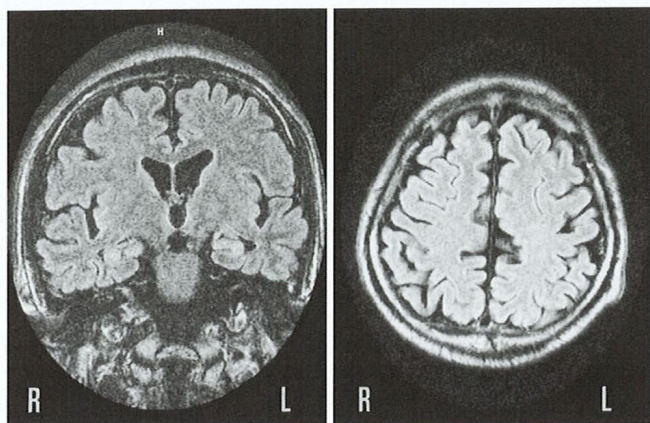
Brain MRI of T1 weighted image (TR=9,000 msec, TE=105msec). The atrophy of the inferior temporal lobe, parahippocampus and hippocampus was not remarkable in coronal view. Axial sequence showed atrophy of the frontal and parietal cerebral cortices.
